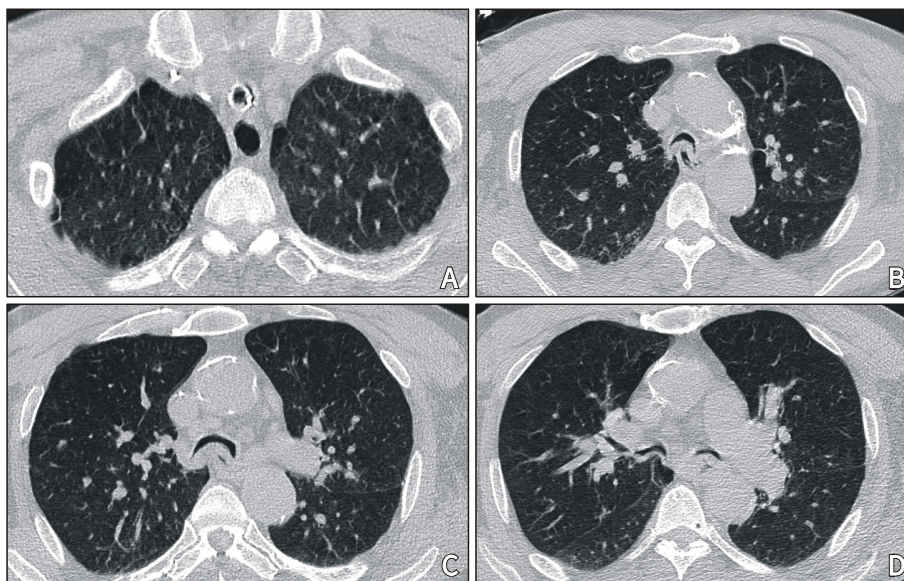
HRCT findings of airway stenosis in asthma patients. (A) Endotracheal tube barely intubated into the airway, (B) Airway stenosis as U-shape, (C) Both main bronchial stenosis in the carina region, (D) Bronchial stenosis on both sides.
